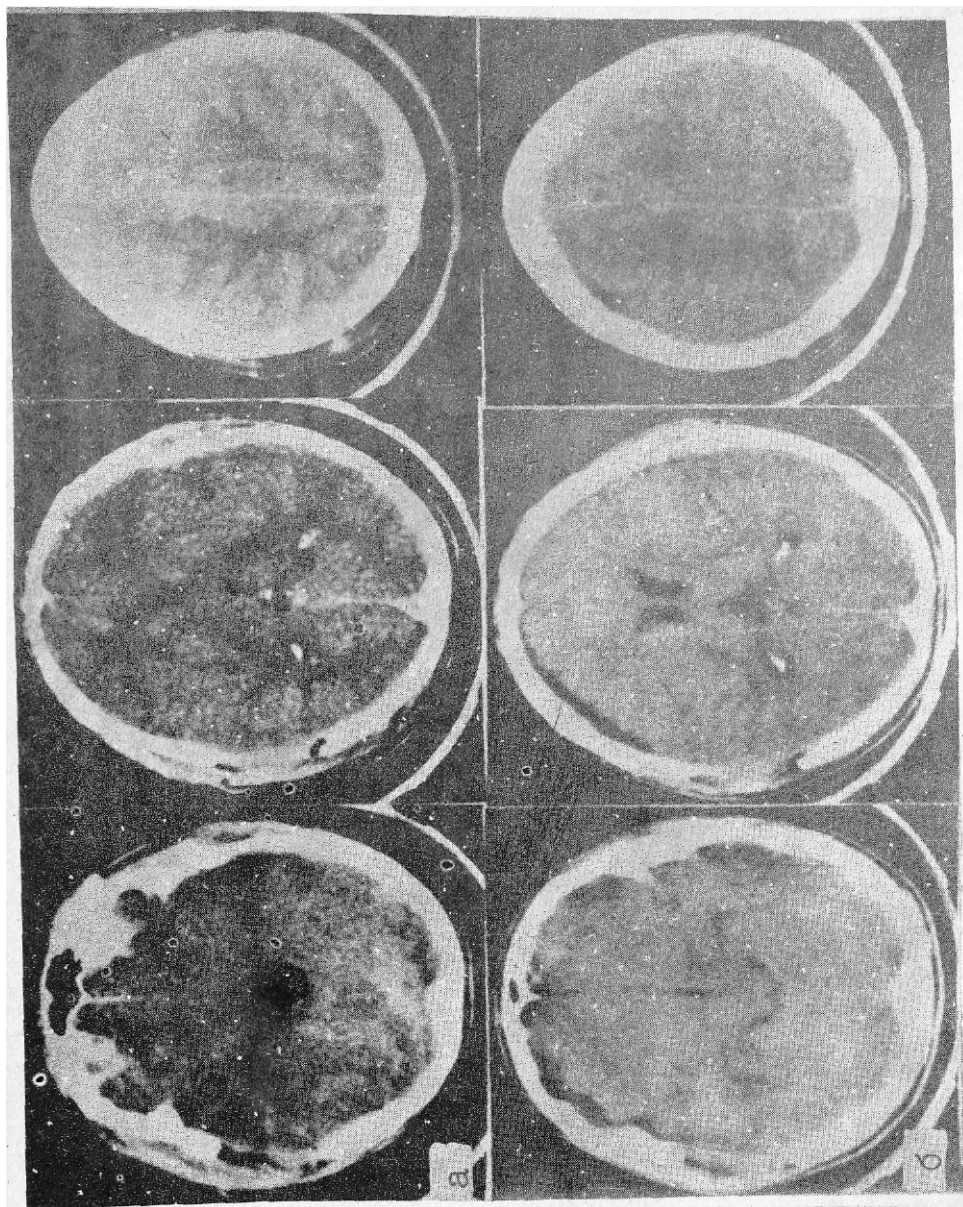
«Нормальная» КТ картина головного мозга. Каких-либо изменений в объеме и плотности мозговой ткани нет. Хорошо дифференцируются боковые и III желудочки, опоясывающая цистерна.
